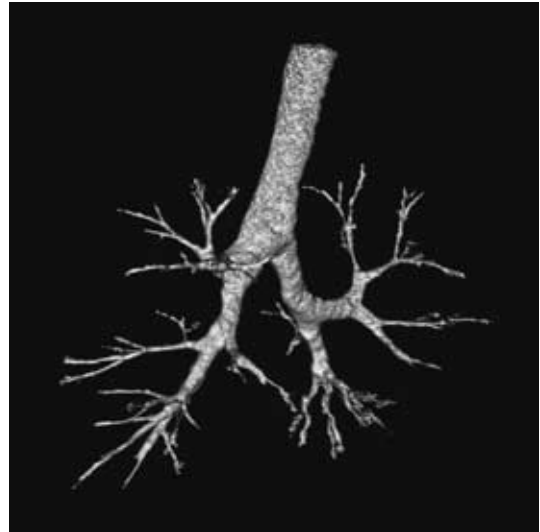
Bronchial tree shown by 3D-CT.
